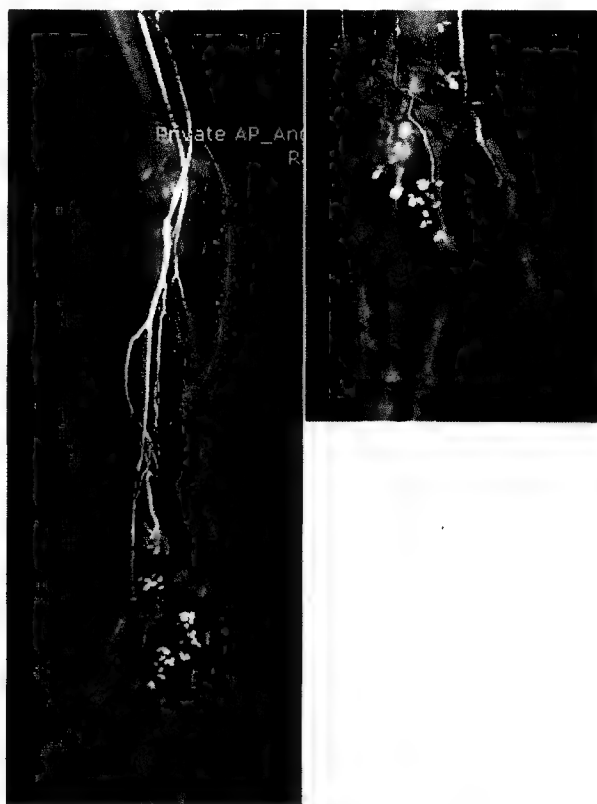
Angiografie RM variate tehnici.
